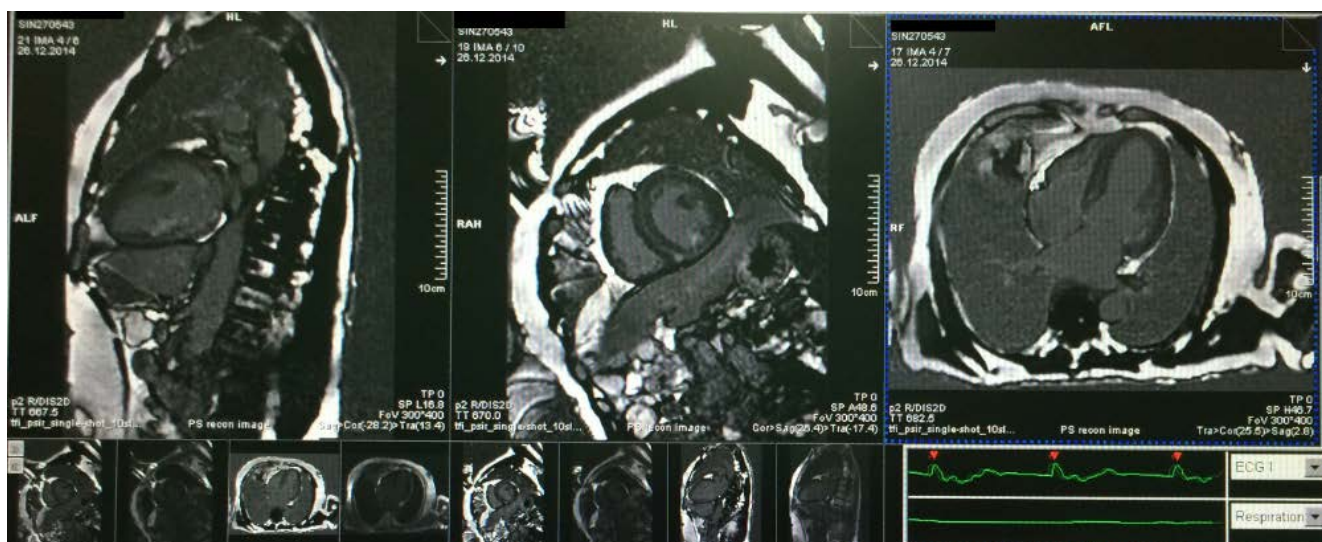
Контрастирование в отсроченную фазу по МРТ режиму PSIR для оценки рубцов и поствоспалительного фиброза миокарда
